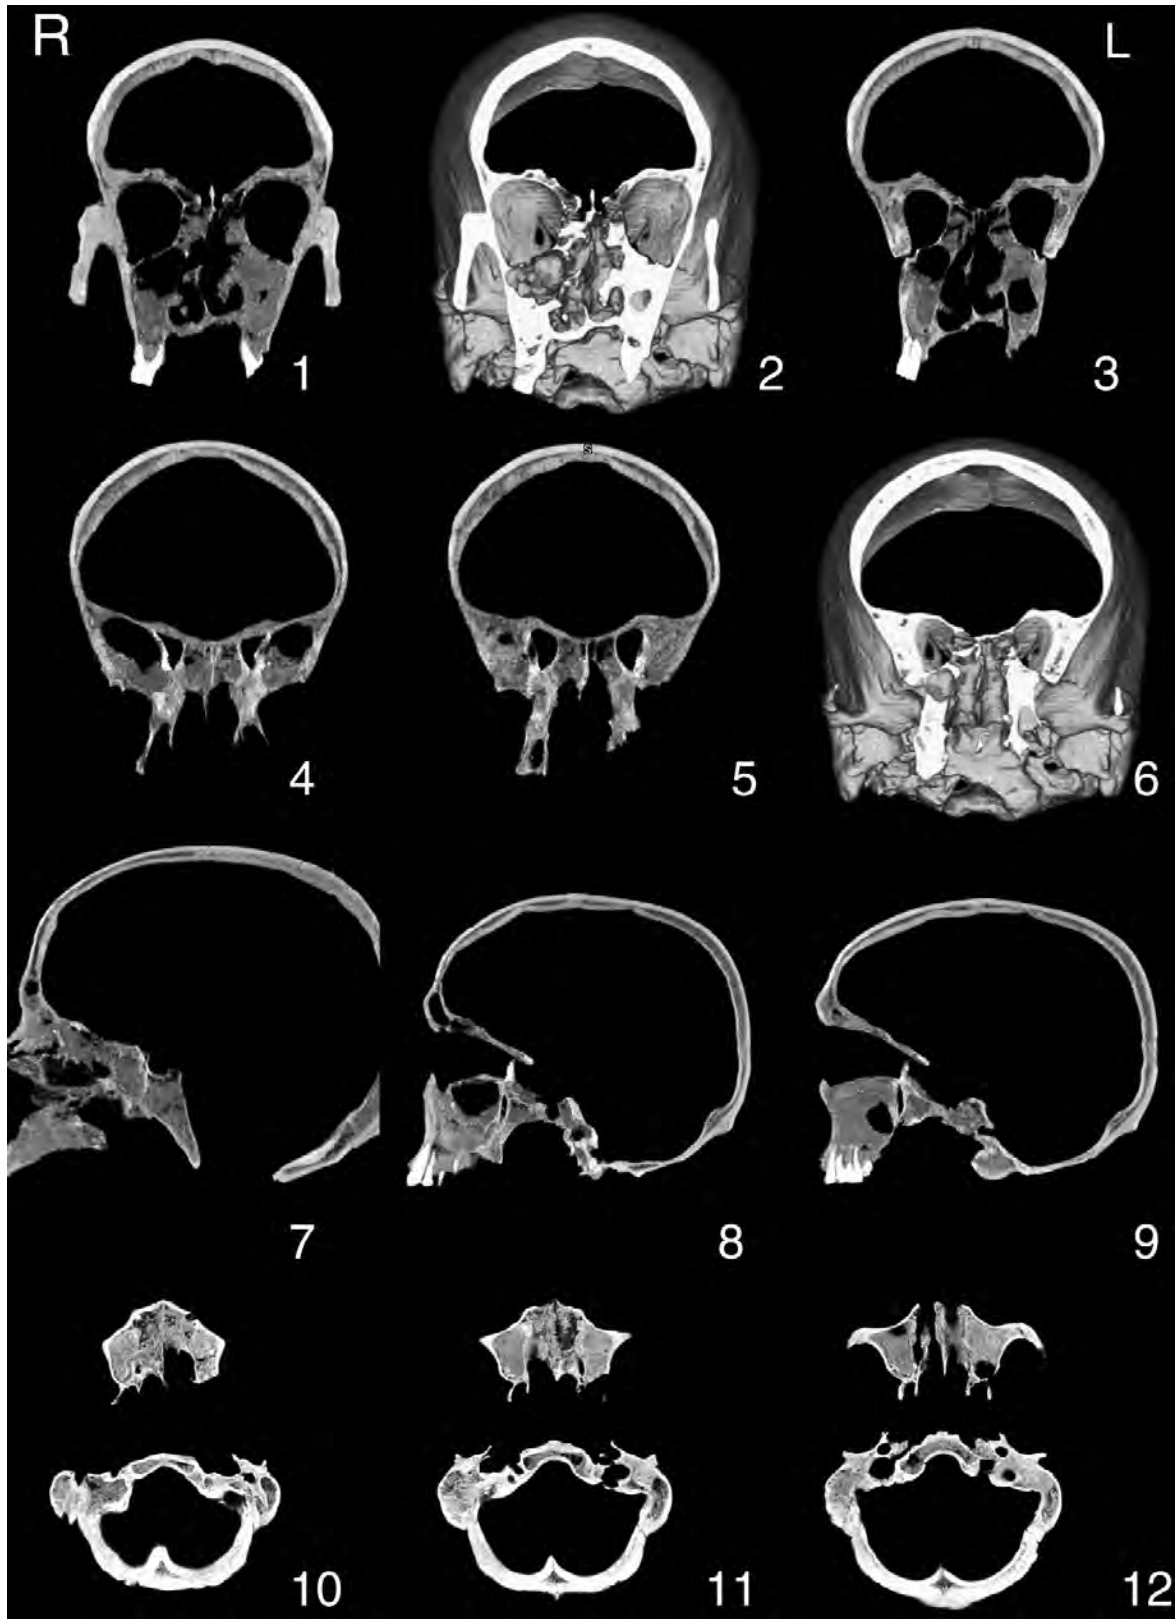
Imatge amb diversos plans d'una tomografia computada del crani SFSB-6528/2.
